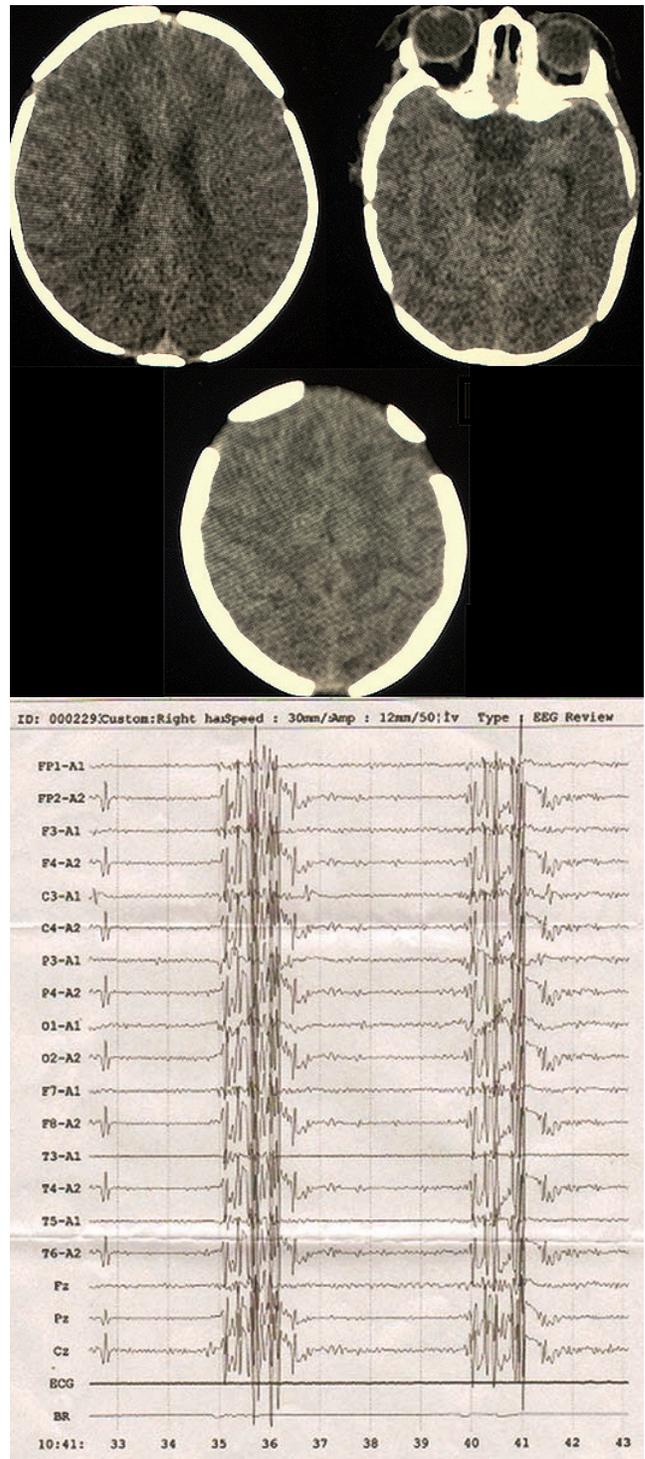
A-Tomografía Cerebral Simple, no se evidencian sangrados, áreas de isquemia, malformaciones congénitas o edema cerebral, B-Electroencefalograma, no se evidencia actividad convulsiva.
